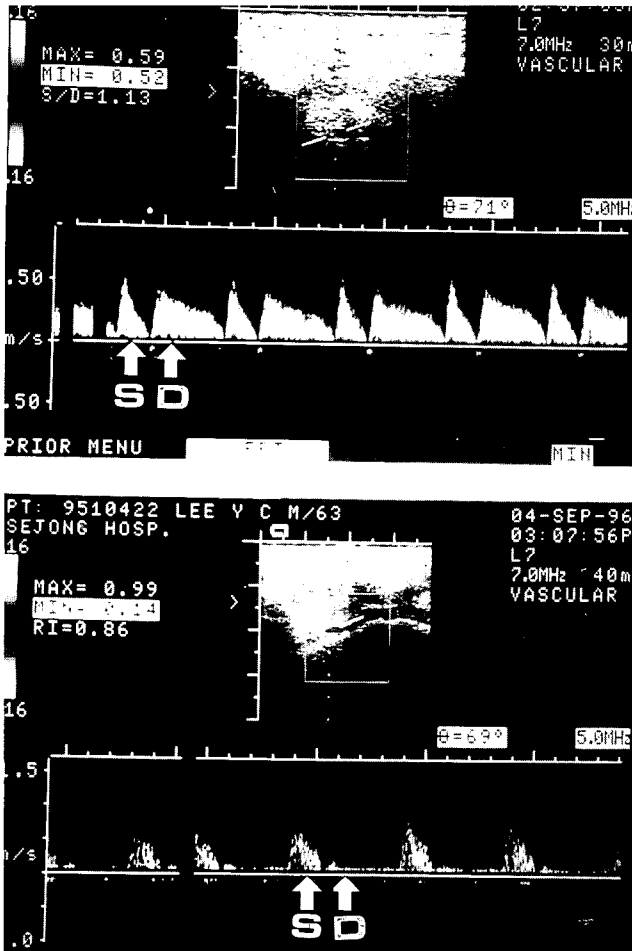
Postoperative Doppler ultrasonography. Basal flow of the left internal mammary artery connected to a left anterior descending artery with increased diastolic flow(D), in contrast to predominant systolic flow(S) in the right internal mammary artery
